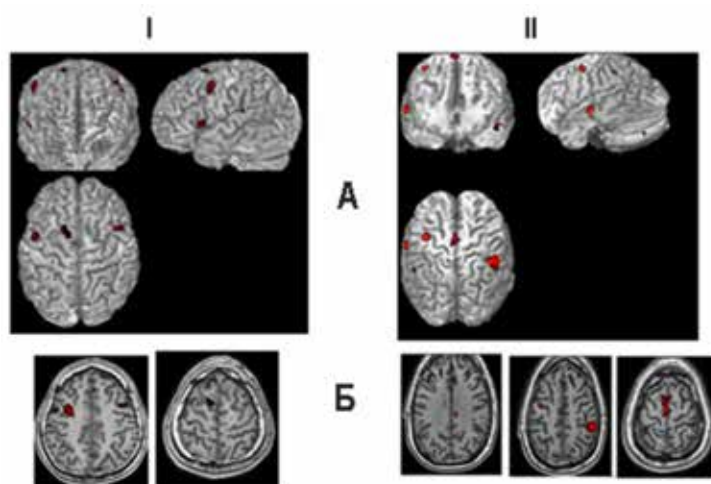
Примеры функциональной магнитно-резонансной томографии при воображаемом движении правой руки у пациентов с ЧМТ без признаков аспонтанности поведения. I – пациент Ф-ров через 1 месяц после травмы, II – пациент Ф-ев через 2 месяца после травмы. А – активация в объемном изображении мозга. Б – активация на аксиальных срезах. p (FWE-corr) < 0,01. Красный цвет – зоны активации при нагрузке по сравнению с фоном
